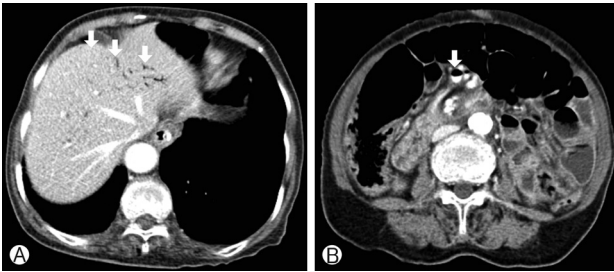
(A) An abdominal computed tomography (CT) scan conducted in admission (16 days after Fig. 2) revealed hepatic portal venous gas (arrows) in both lobes of the liver. (B) An abdominal CT scan conducted in admission revealed gas within the lumen of the superior mesenteric vein (arrow).
